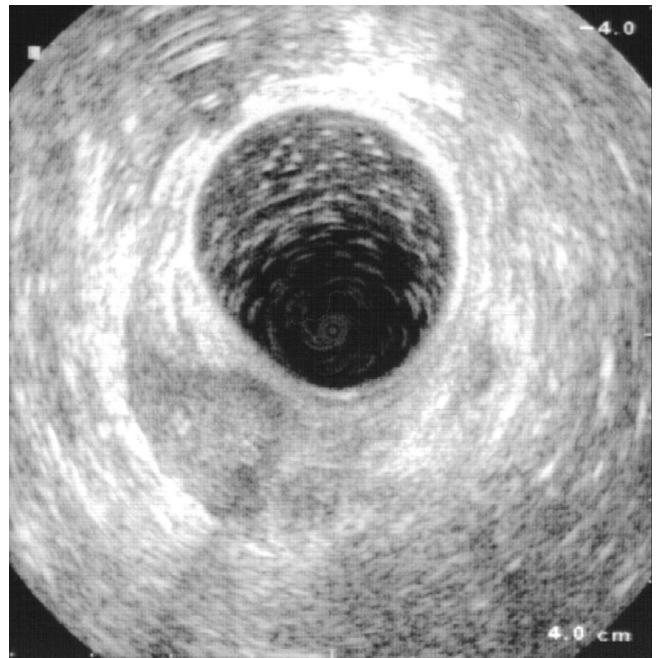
▲ Endosonographisches Bild eines intersphinkterären Abszesses bei 7 Uhr Steinschnittlage
